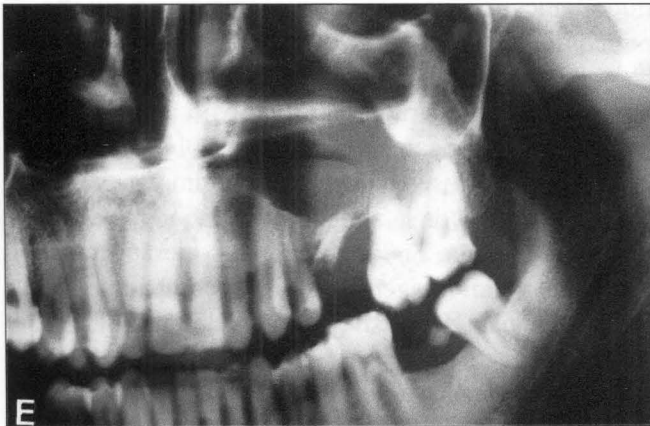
Caso n° 2: Ortopantomografía que muestra un resto radicular del 25 con un gran quiste radicular.
